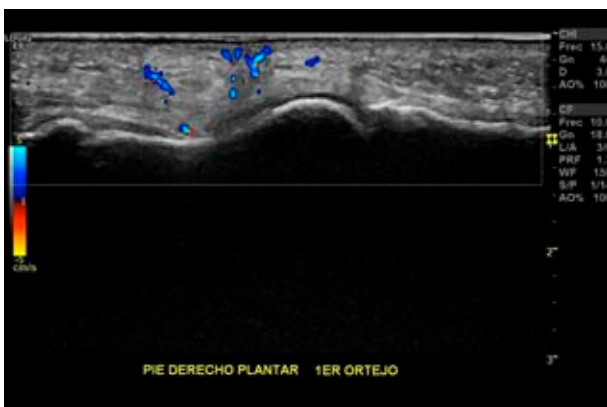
Ultrasonido del pie derecho sin evidencia de compromiso subcutáneo.
